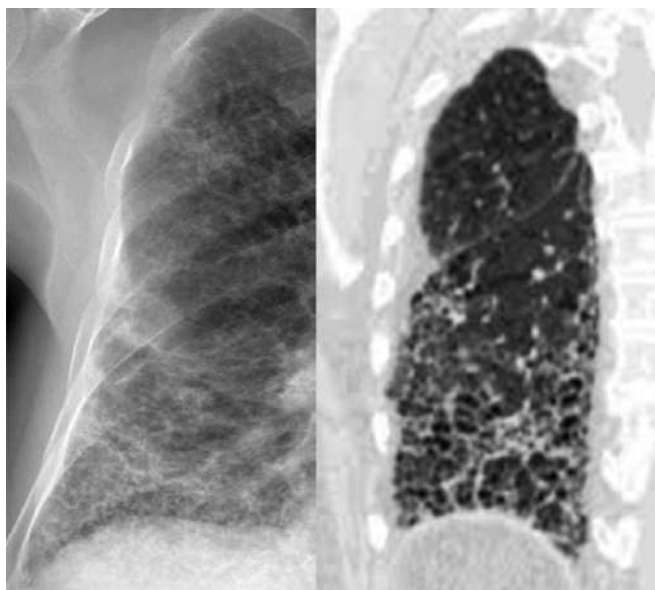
Fibrosis Pulmonar. Se observan opacidades reticulares gruesas e irregulares que dan el aspecto en “enal de abejas”. En la TC se observan mejor las bronquiectasias por tracción, más prominentes en la base.
